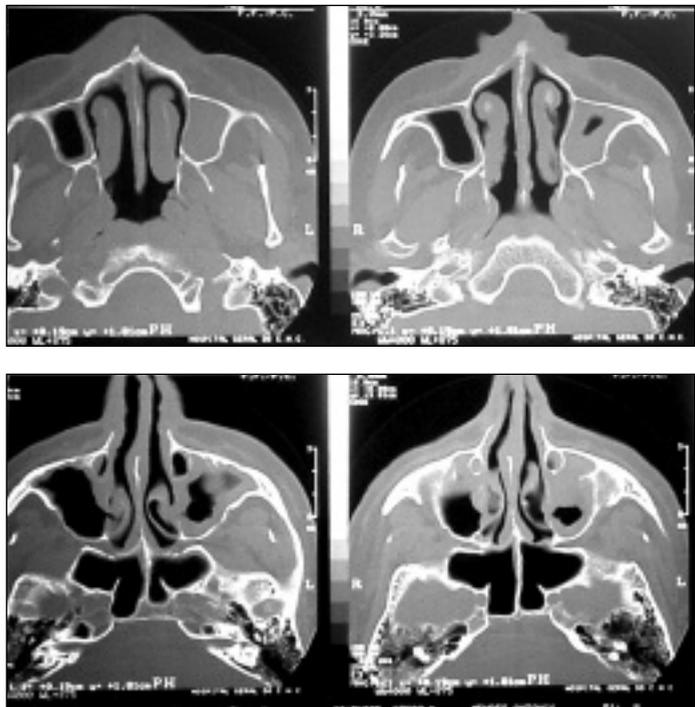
TAC dos seios perinasais. Compatível com sinusite.
